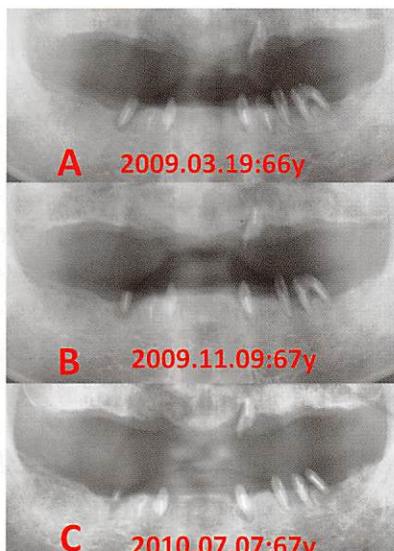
症例2。A：5と3の動搖を主訴として来院した66歳時（2009年）のパノラマX線写真。5と3の歯根膜腔の拡大が顕著（2009.03.19）。B：9か月後、5の挺出と4の自然脱離が確認できる（2009.11.09）。C：1年4か月後、5がさらに挺出し歯根膜腔の拡大は治まっているが、3の歯根膜腔の拡大はそのままである（2010.07.07）。
